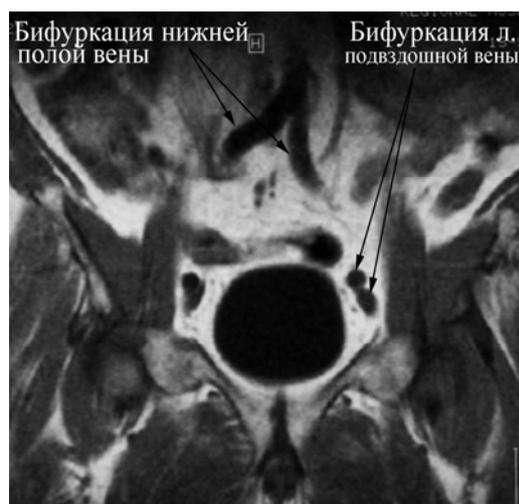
б. МР-томограммы, фронтальный срез. Прослеживается ход магистральных сосудов: б - бифуркация нижней полой и левой общей подвздошной вен
